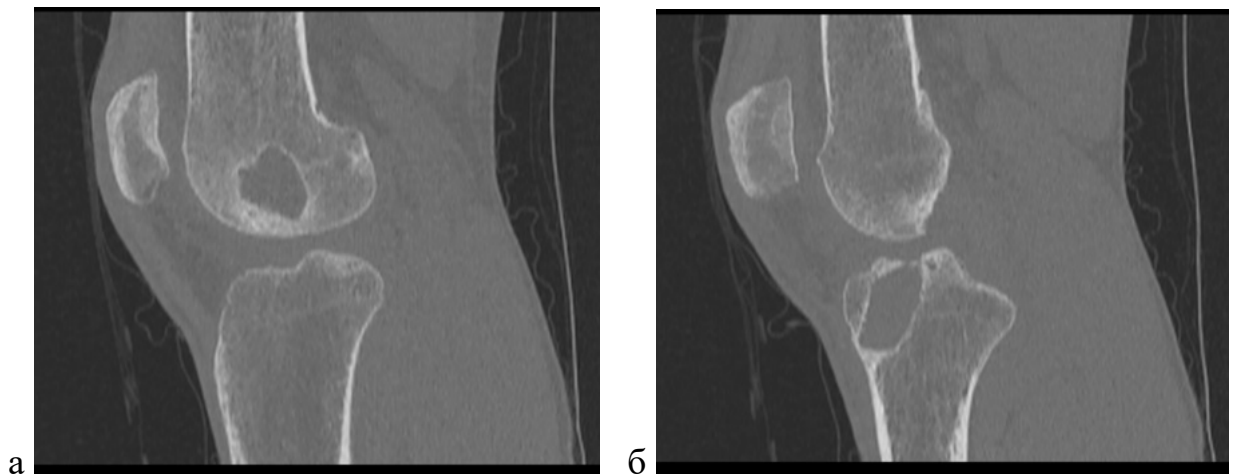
КТ-снимки коленного сустава в сагиттальной плоскости пациента 3. с большими внутрикостными кистами при использовании биодеградируемых интерферентных винтов: в бедренной (а) и большеберцовой (б) костях (собственное наблюдение)
